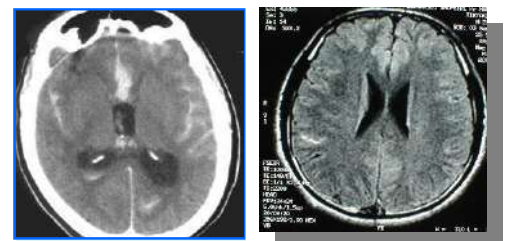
TDM : hémorragie méningé
